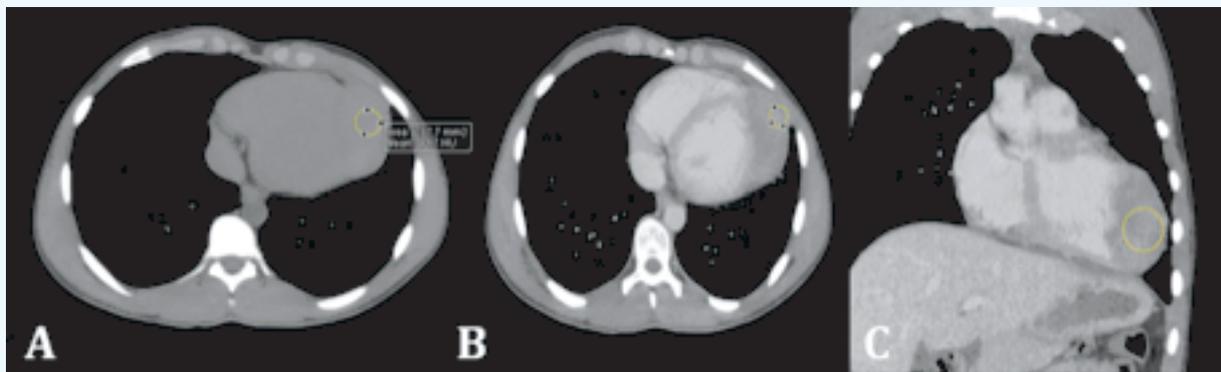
TDM Thoracique montrant une masse tissulaire de l'apex et de la paroi libre du VG. Avant (A) et après injection du PDC dans le plan axial (B) et sur une reconstruction dans un plan coronal (C) .
